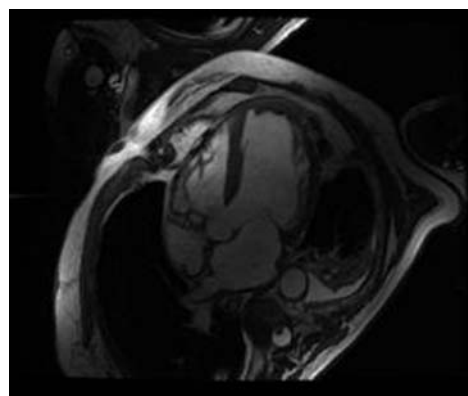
Thrombus au niveau apical du ventricule gauche en IRM (coupe transversale cinq cavités en ciné-IRM, séquence de précession libre).
